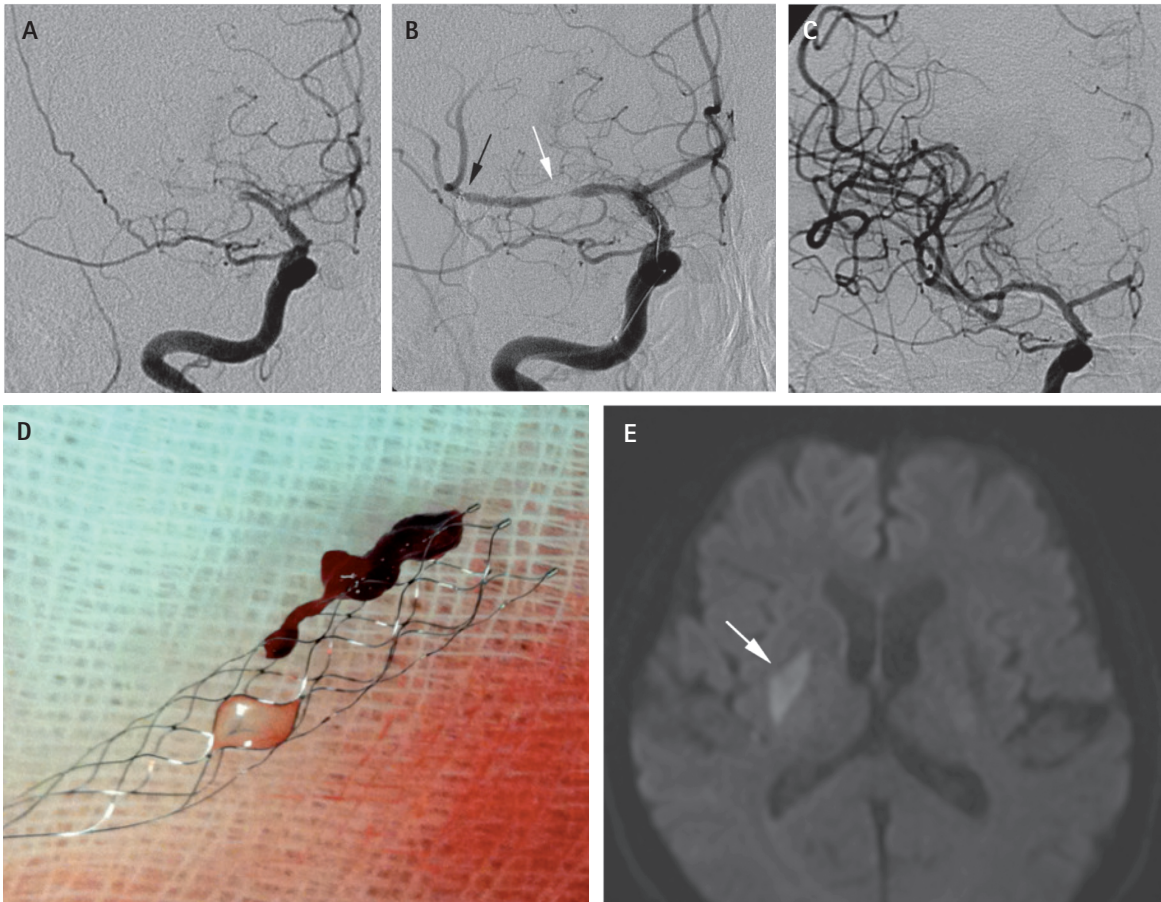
68-jährige Patientin mit M1-Verschluss rechts (A), endovaskuläre Behandlung mit Einbringung eines Stent-Retrieve-Systems (B; weißer Pfeil: abgefangenes Thrombusmaterial im Stent, schwarzer Pfeil: distales Ende des Stents im M2-Segment). Nach Zurückziehen des Stent-Retrieve-Systems Rekanalisation des M1-Segments (C). Entferntes Thrombusmaterial im Stent-Retrieve (D). MRT-Untersuchung am Folgetag mit Darstellung eines Stammganglieninfarktes (E).
